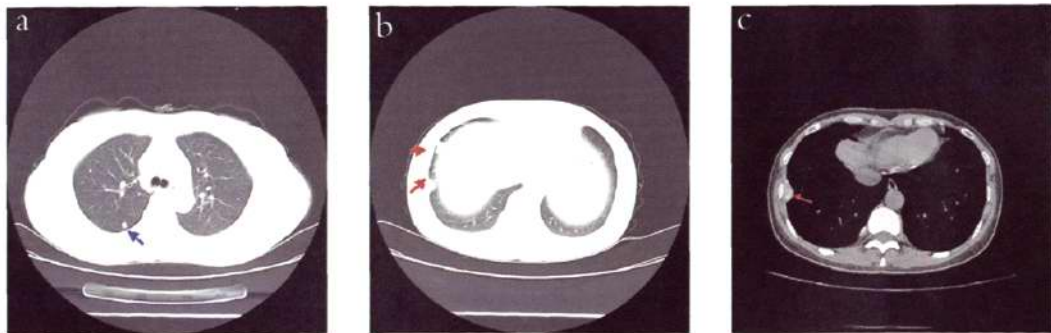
胸部 CT (2010 年 09 月 10 日)
